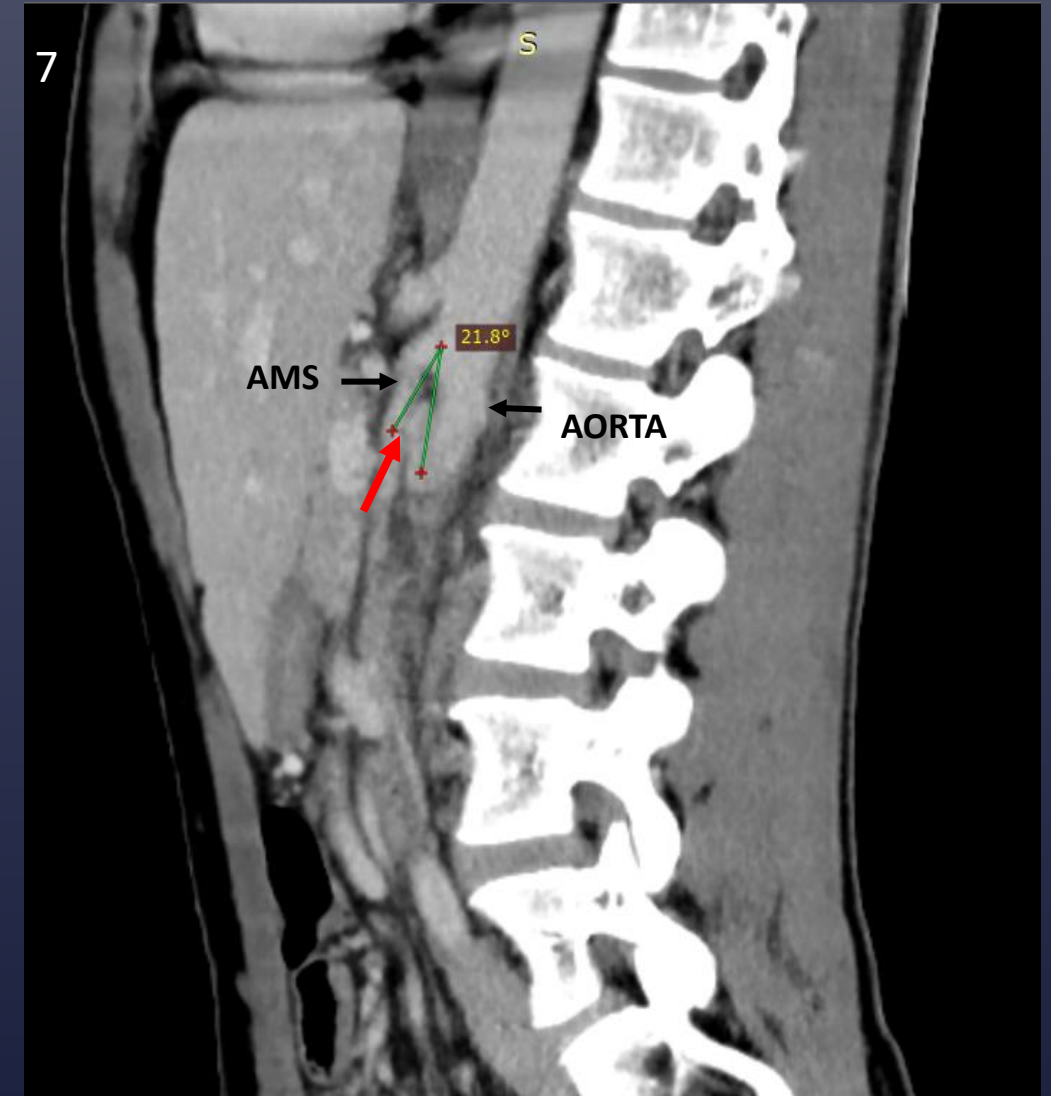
TC con contraste, fase portal, corte sagital. Flecha Roja: Vena renal izquierda comprimida. Ángulo aórtico-AMS: 21° .
